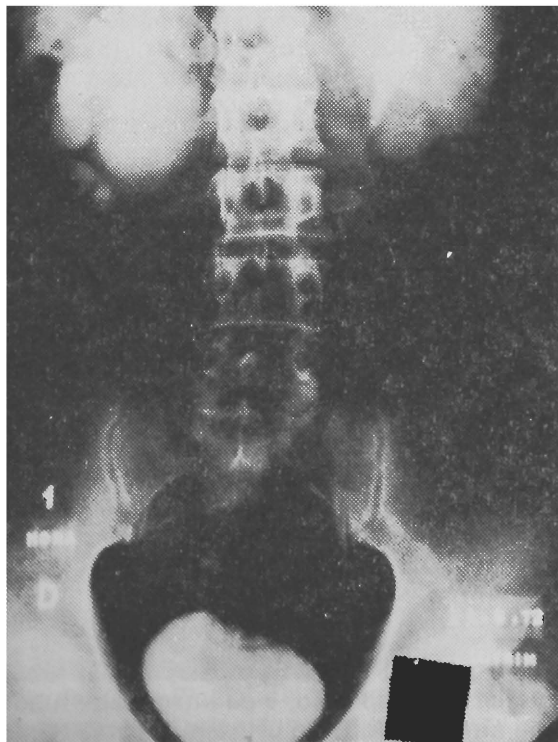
(A) Radiografia simples evidenciando cálculo coraliforme em ambos os rins. (B) Urografia excretora normal. (C) Estenose de junção pieloureteral direita, com hidronefrose. (D) Tumor de rim direito, que desloca e distorce o sistema pielocaliceal desse lado.
